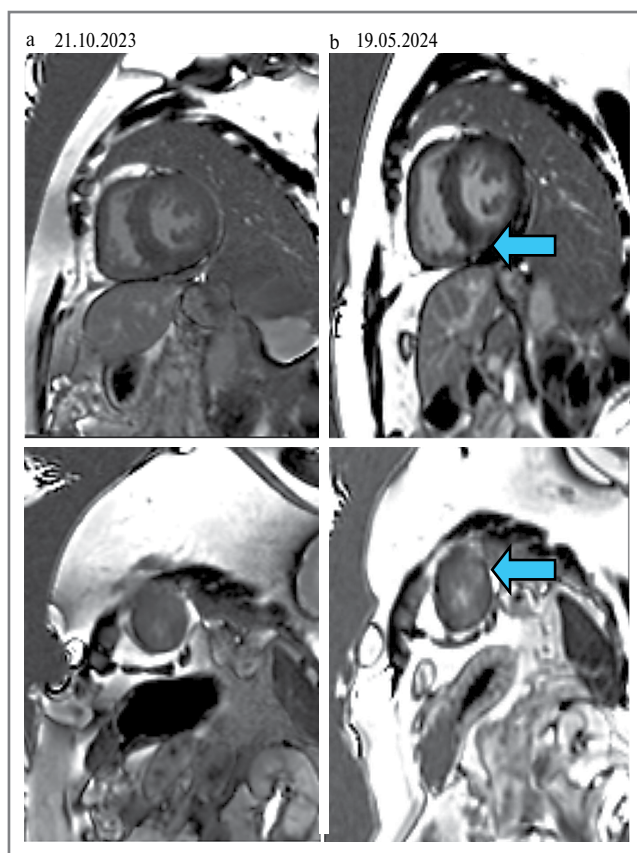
МРТ сердца пациентки. Четырехкамерное сердце по длинной оси. Позднее усиление гадолиния отражает заместительный фиброз и помогает дифференцировать кардиомиопатию БФ от ишемической и других ГКМП. На постконтрастных изображениях стрелками показаны интрамиокардиальные участки замедленного вымывания КВ.
